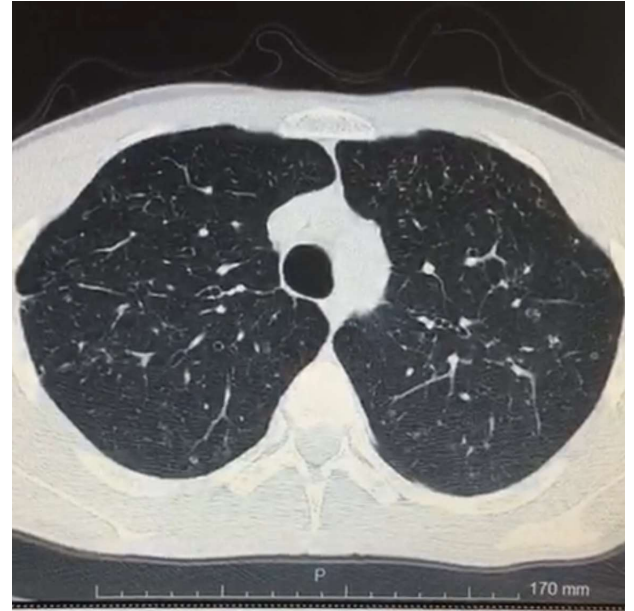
Tanı anındaki YÇBT kesiti
